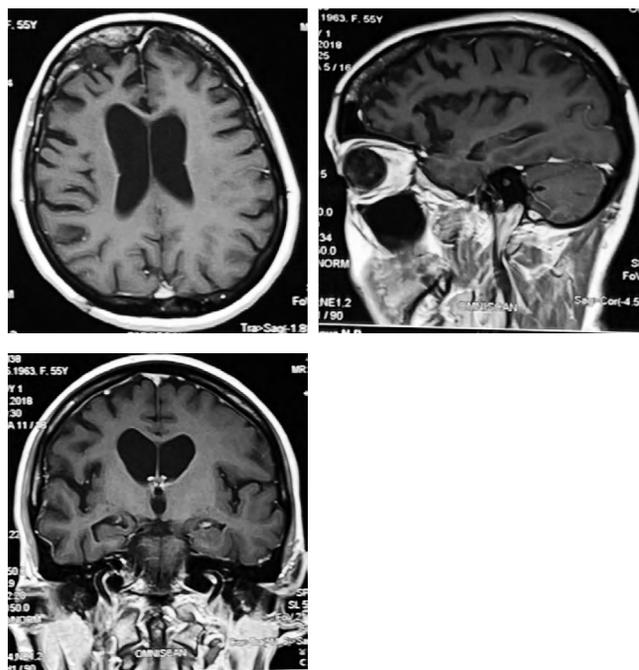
МРТ головного мозга пациентки с фенотипом КБС в рамках поведенческого варианта ЛВД с выявленной мутацией в гене *GRN*
